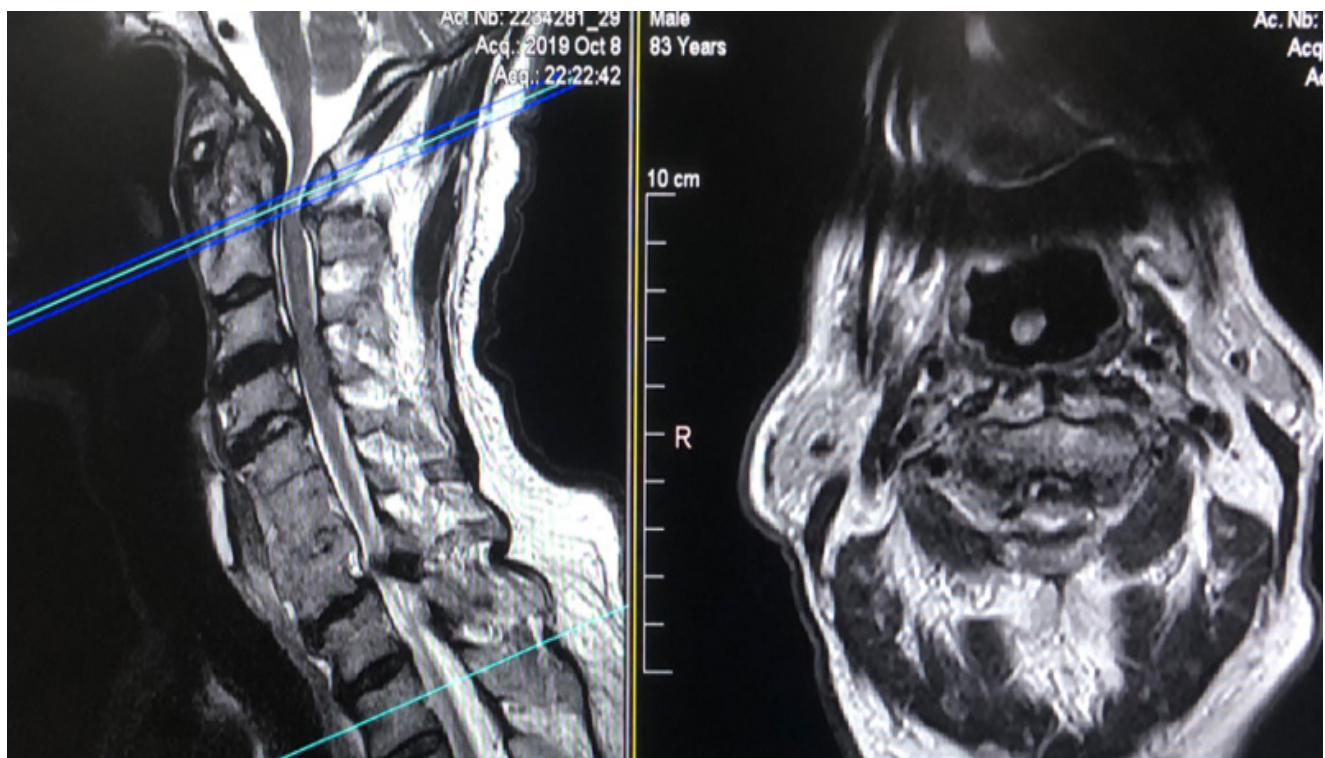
RM cervical. Izquierda, corte sagital en T2 que muestra pannus odontoideo que ocluye el canal cervical a nivel de C2. Derecha corte transversal en RM potenciada en T2 donde se evidencia la disminución de los diámetros anteroposteriores y transversos de canal medular óseo.
